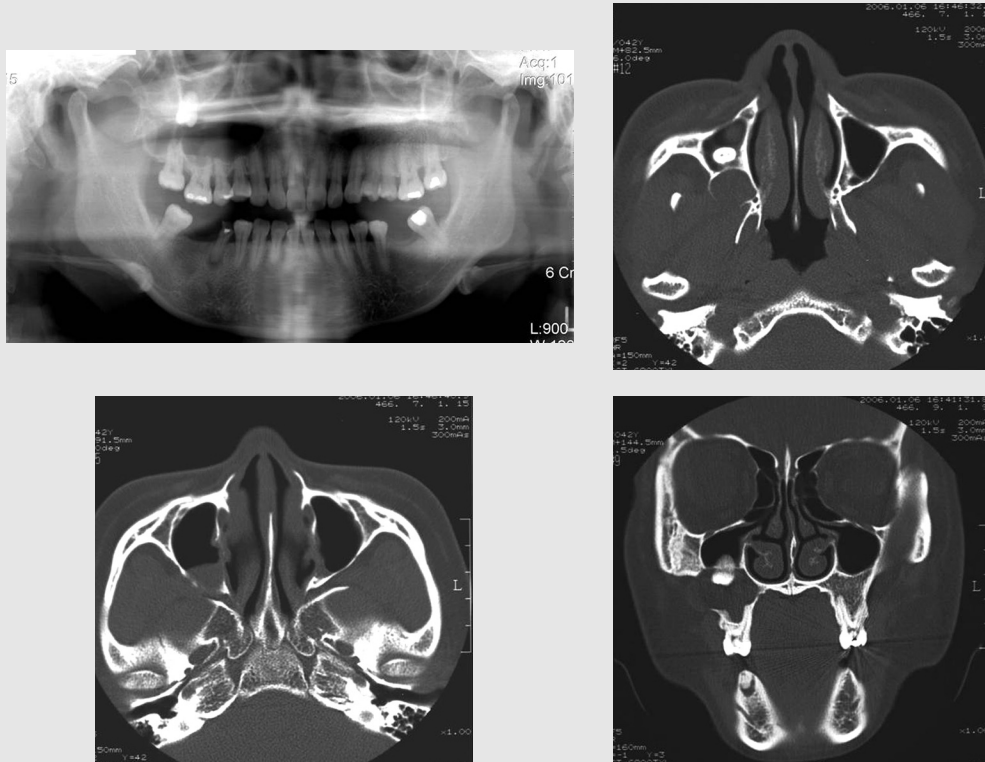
비교적 경계가 명확하며 상악 우측 제3대구치를 내부에 포함하는 방사선투과성 병소가 관찰된다. 치조골과 구개측으로 조개껍질 모양의 병소 경계가 관찰되며 병소의 측방과 상후방으로 피질골 팽윤 및 천공 소견이 관찰된다. 병소에 의해 우측 상악동의 함기화 부위가 거상된 소견을 보인다. 생검 결과 치성각화낭으로 밝혀졌다.
